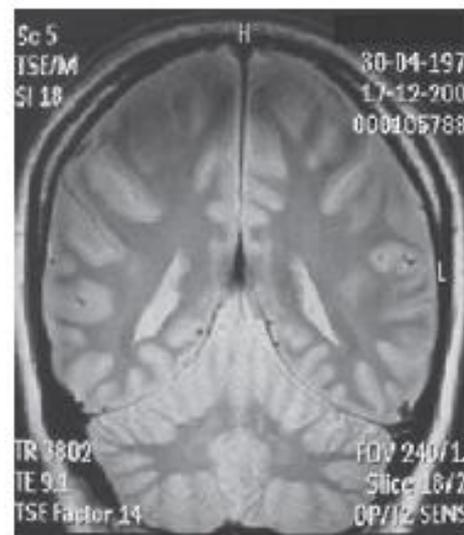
Ressonância Magnética do Crânio mostrando a Reabsorção dos Hematomas 52 dias Após o Diagnóstico.
